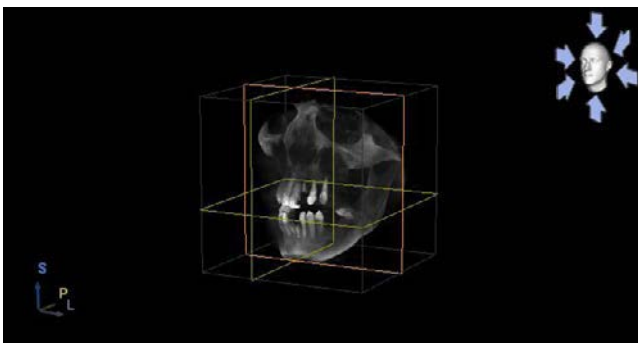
Компьютерная 3D-томограмма
